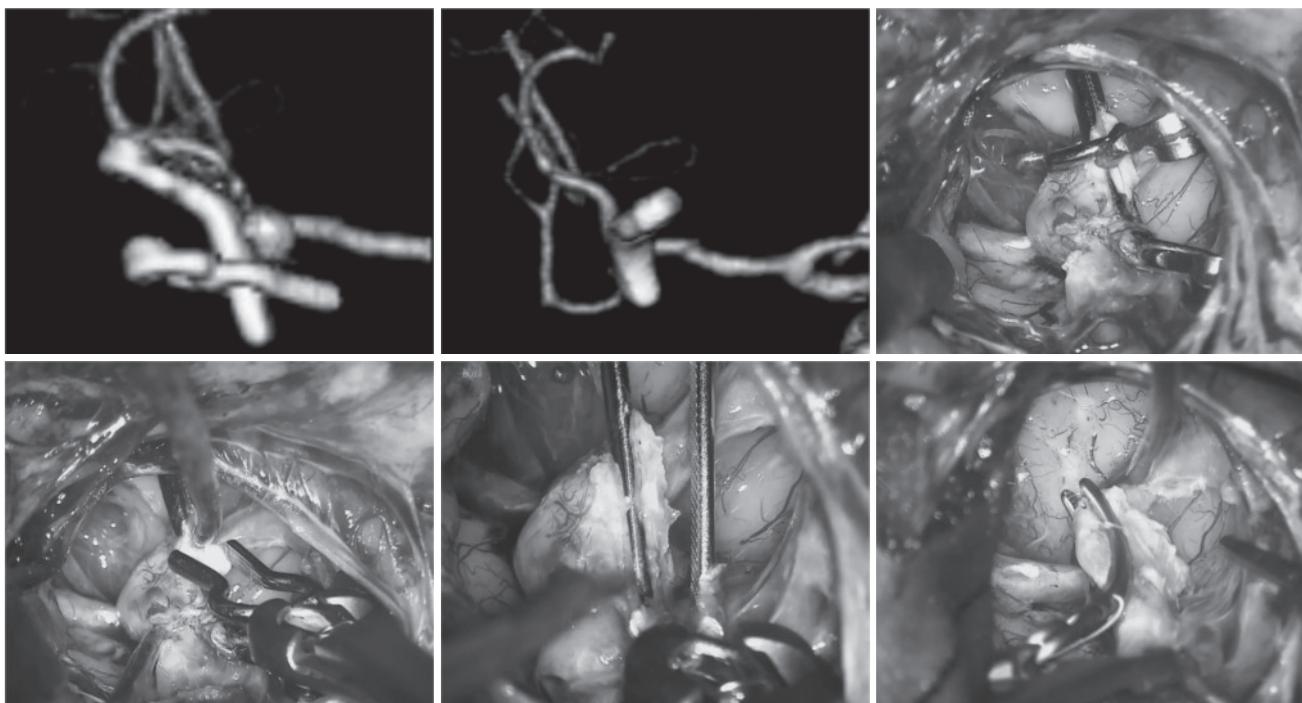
A, B: Pre- and postoperative computed tomography angiogram. The recurrent aneurysm between previous clips was completely obliterated by a new clip.
